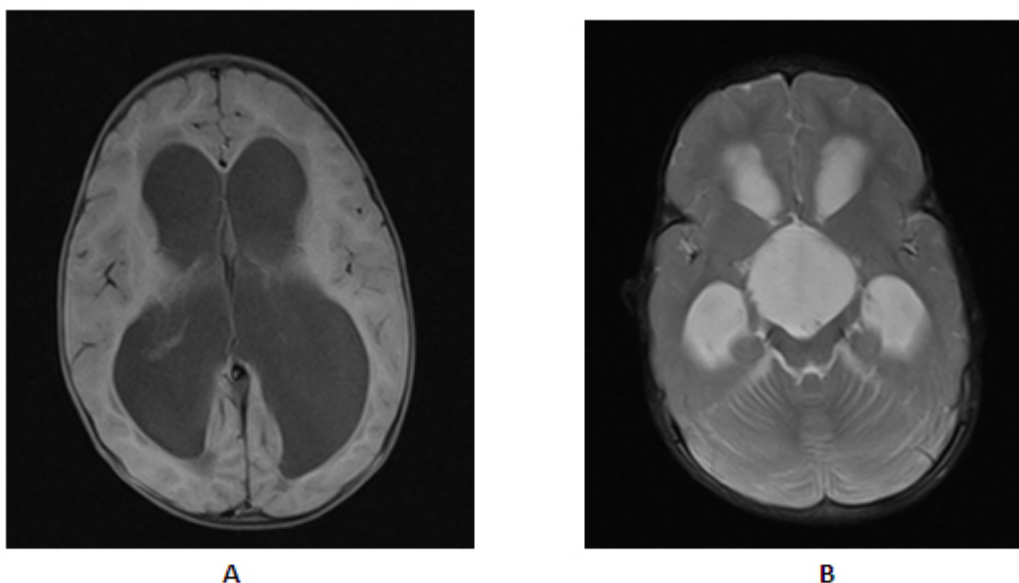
A, B. Resonancia magnética nuclear (RMN) realizada a la primera paciente. La A muestra dilatación ventricular y edema periventricular. La B presenta imagen hipodensa, que mide 3 x 3 cm, y que ocupa la región supraselar.
